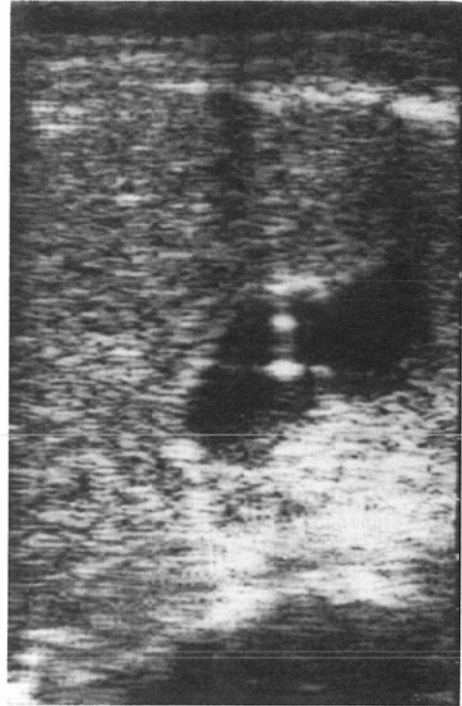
18 G PTC needle was punctured to gallbladder neck through liver, on ultrasound guide.
